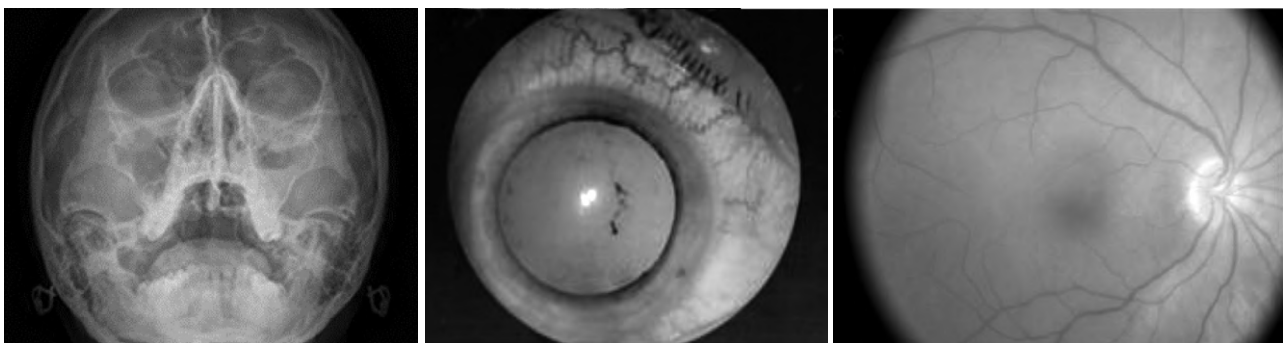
Клінічний приклад 2. А. Знімок додаткових пазух носа (КТ дослідження): використані аксіальні зрізи. Лобова пазуха з правого боку повітряносна, слизова пазух не потовщена, фронтальне сполучення простежується. Клітини решітчастої пазухи повітряні, слизова нерівномірно потовщена, місцями простежуються решітчасті структури. Права гайморова пазуха повітряносна, слизова гіпотрофічна, гайморо-назальне сполучення простежується. Зліва спостерігається горизонтальний рівень рідини. Лівосторонній гайморит. Б. Фотографія переднього відділу лівого ока: змішана ін'єкція судин кон'юнктиви, преципітати на ендотелії рогівки, зіниця розширена, задні сінехії розірвано. В. Очне дно: диск зорового нерва блідо-рожевий, межі з назального боку не чіткі через невеликий набряк, в зоні макули посилені рефлексії.
